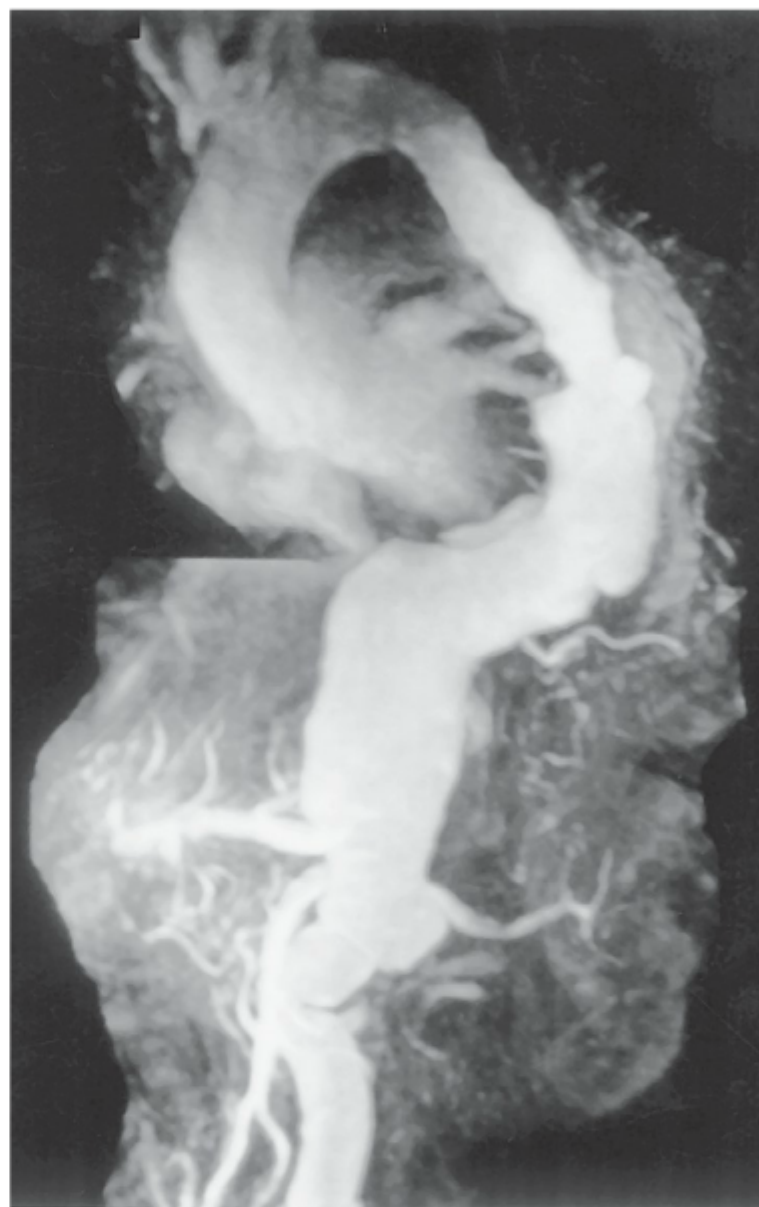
Imagem de ressonância magnética mostrando um aneurisma aórtico torácico com dissecção crônica.
